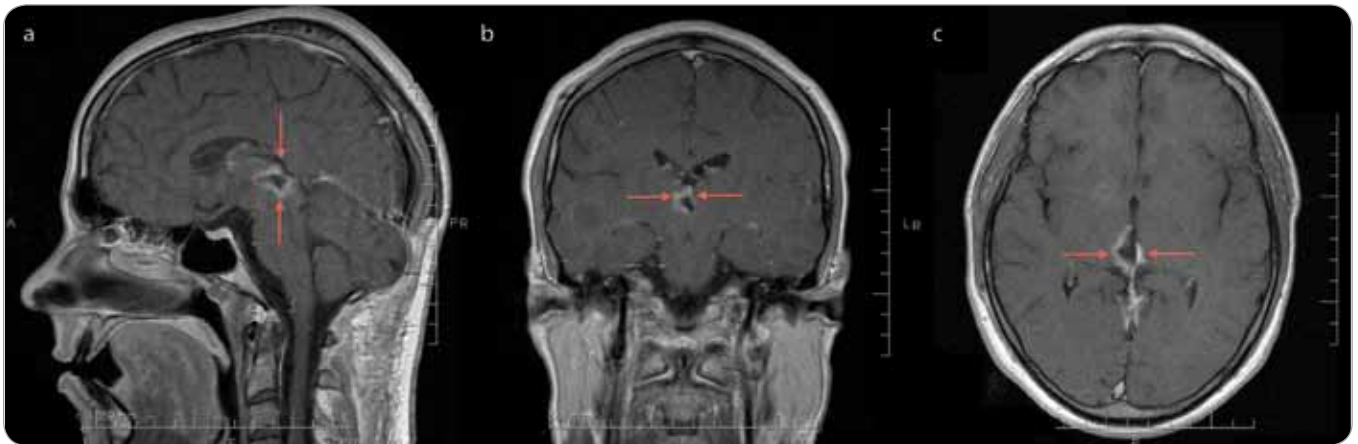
MRI T1-weighted postcontrast views – recurrent disease in the edge of surgical resection cavity in pineal region with involvement of the right thalamus and of the upper mesencephalon (arrows) – sagittal view.
